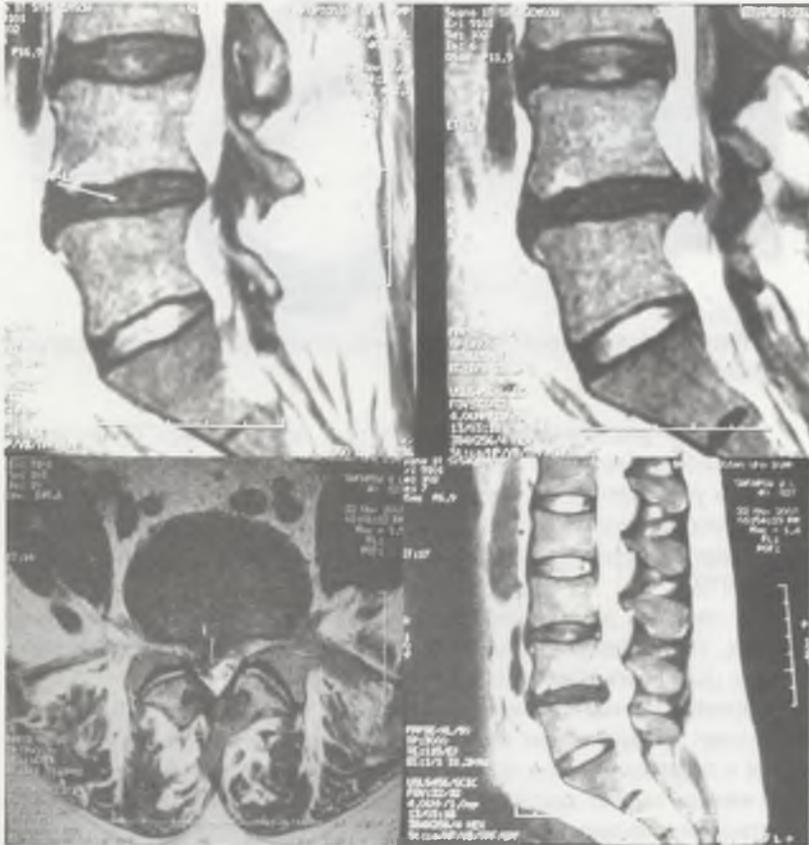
Магнитно-резонансная томография пациента X., 43 года. Диагноз: остеохондроз на уровне L3-L5, осложненный грыжей диска L4-L5.
